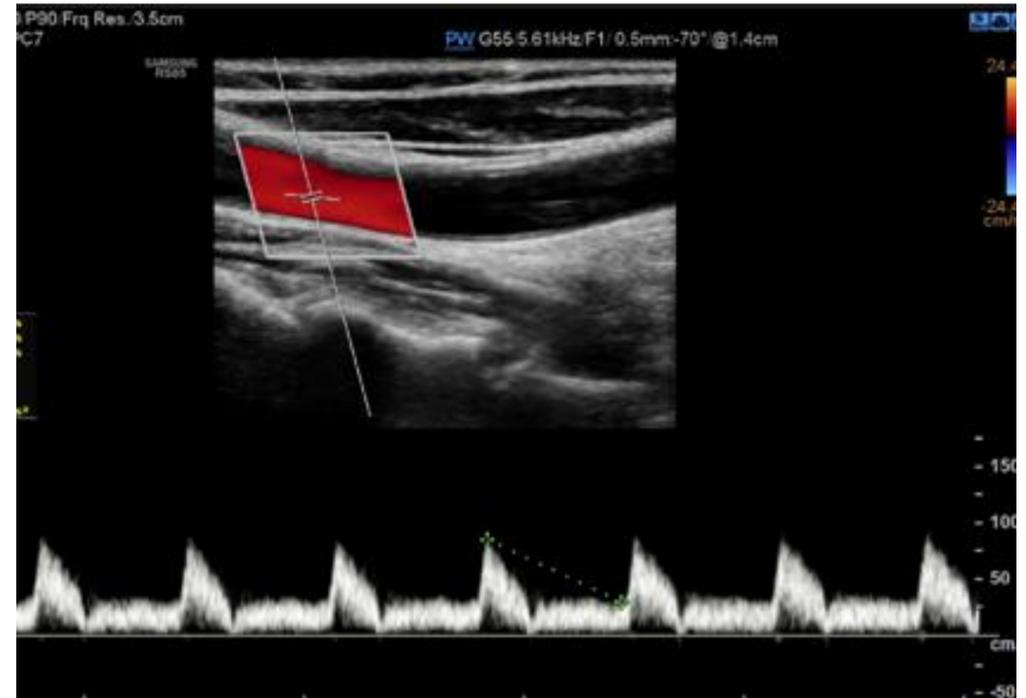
Las imágenes muestran el efecto de corregir el ángulo Doppler en el cálculo de la velocidad del flujo. Sin corregirlo, la velocidad del flujo detectada es erróneamente menor. La corrección del ángulo debe hacerse en su justa medida, ya que tanto la infracorrección como la sobrecorrección del mismo conllevan el cálculo de velocidades del flujo falsamente menores o mayores respectivamente.
